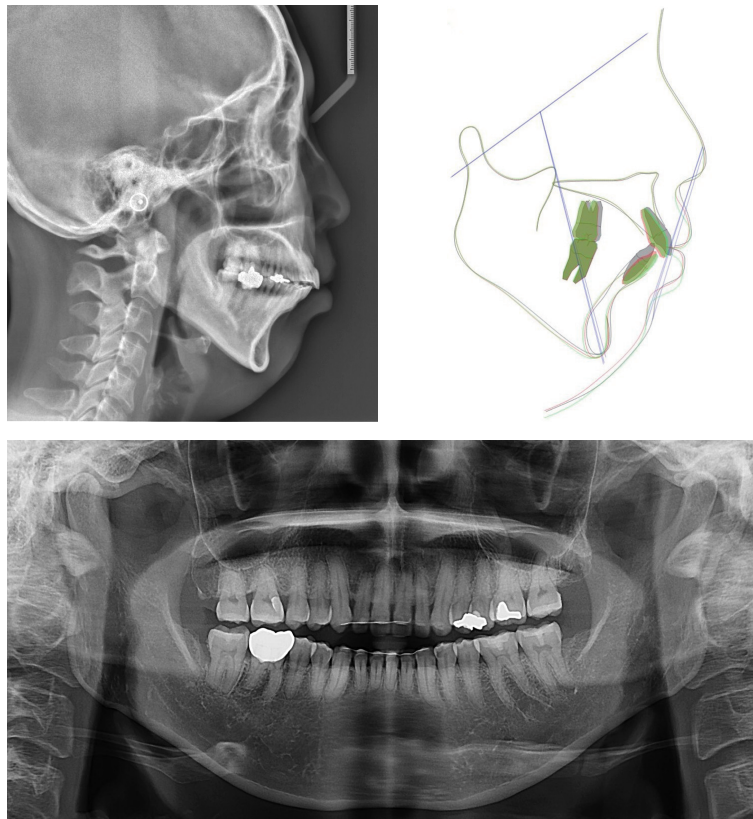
8-year retention lateral cephalogram, cephalometric superimposition of posttreatment (red) and 8-year retention (green) cephalograms, and a panoramic radiograph.
